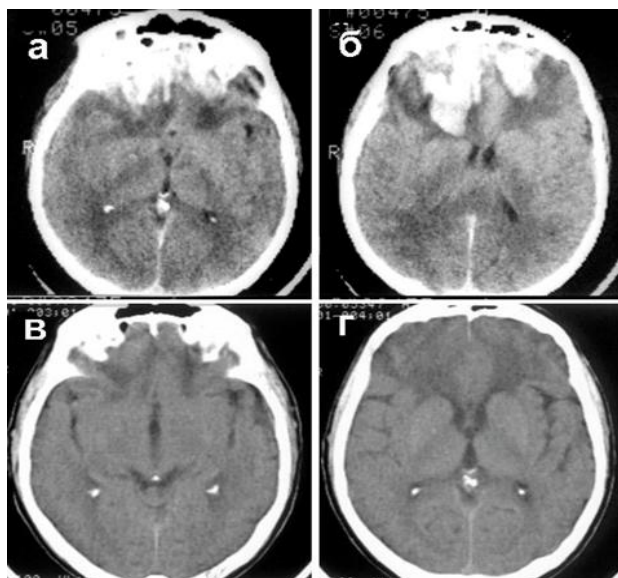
Пострадавший 70 лет с тяжелой ЧМТ: падение на затылок, перелом чешуи затылочной кости, очаги разможнения в базальных отделах лобных долей, больше справа, по механизму противоудара; Консервативное лечение. КТ динамика. а, б – 4-е сутки после ЧМТ. очаги разможнения в конвексимальных отделах лобных долей с признаками кровоизлияний и объемного воздействия на передние рога боковых желудочков; Глубокое оглушение; в, г – 31-е сутки. На месте очагов разможнения обширные гиподенсивные зоны. Расправление желудочковой системы, визуализация субарахноидальных пространств. Значительное клиническое улучшение
